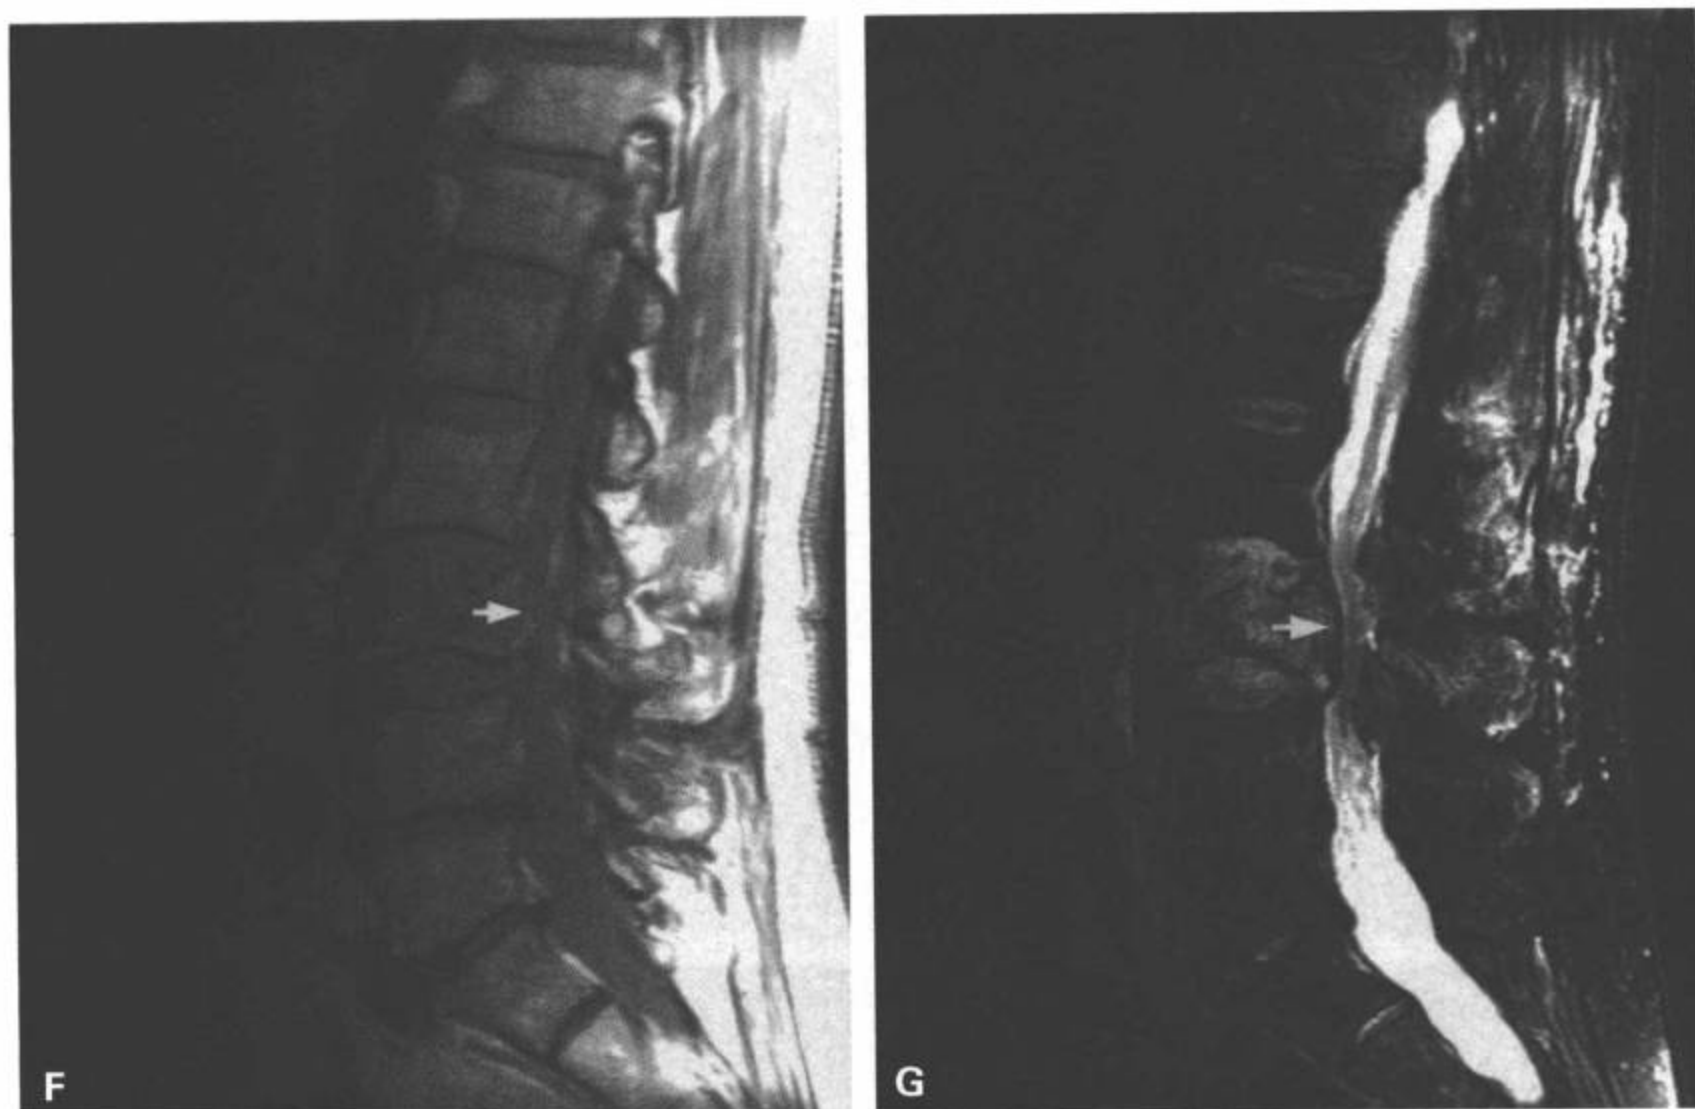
(续) MRI 矢状面 T1(F)和脂肪抑制 T2(G)加权像也显示后部皮质扭曲和后移(箭)。
